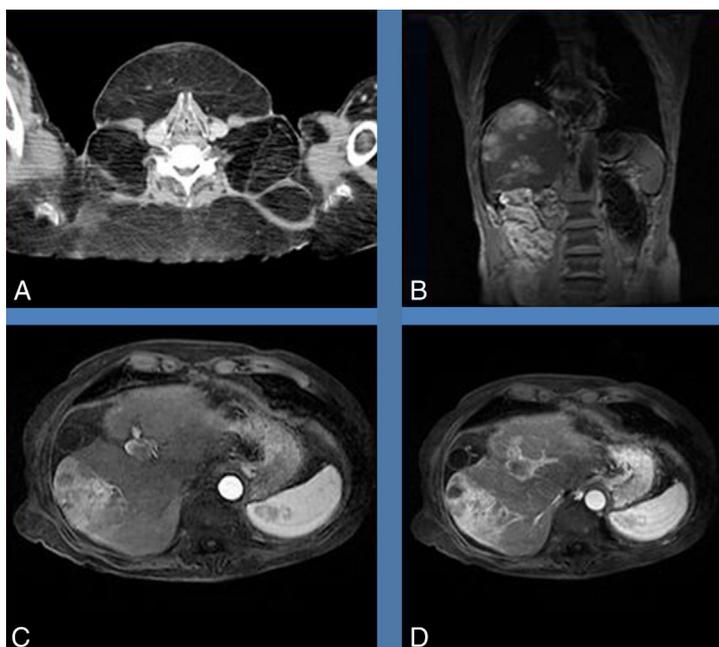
A) Corte axial de cuello donde se aprecia el contenido graso. B) Corte coronal de la RM. C y D) Cortes sagitales de la RM.
